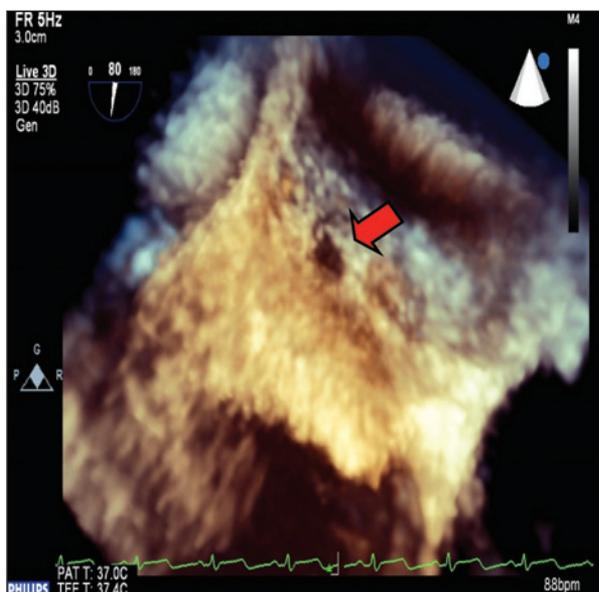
Imagem de ecocardiograma tridimensional de um dos pacientes, evidenciando forame oval patente (seta).
